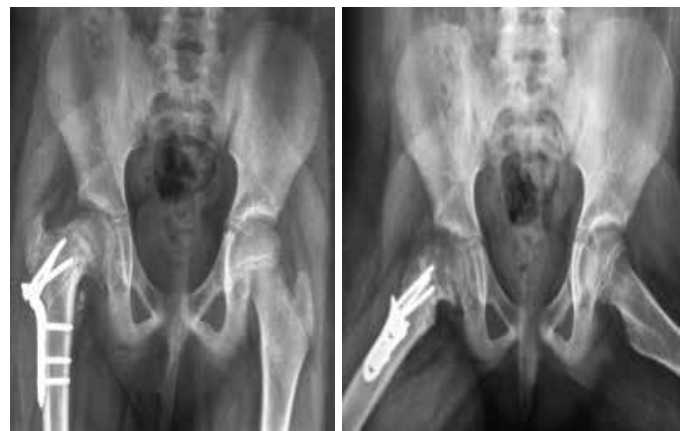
Radiografia em ântero-posterior (A) e perfil de Lowenstein (B) evidenciando boa fixação da osteotomia com placa bloqueada dinâmica e consolidação da osteotomia extracapsular.
